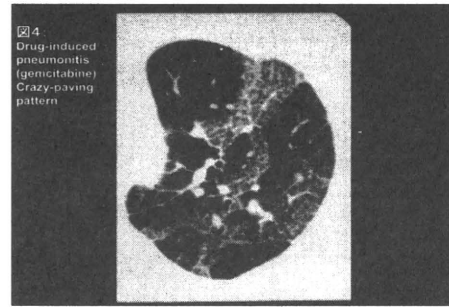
薬剤性肺炎 (gemcitabine) の胸部 HRCT 像。Crazy-paving pattern.
